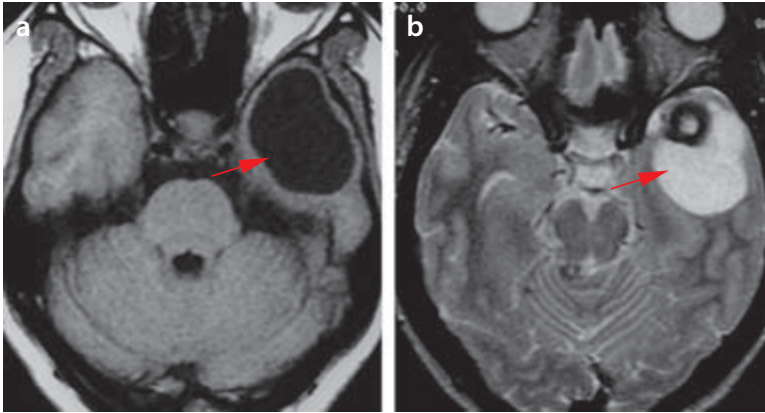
Quiste vesicular temporal: a) previamente al tratamiento y b) postratamiento. a) RM: secuencia axial ponderada en T1. Imagen hipointensa, homogénea en el lóbulo temporal izquierdo con bordes lisos bien definidos, por lesión vesicular gigante. b) RM: secuencia axial ponderada en T2. Presencia de un anillo hipointenso en la porción más rostral por calcificación parcial con componente quístico caudal.
